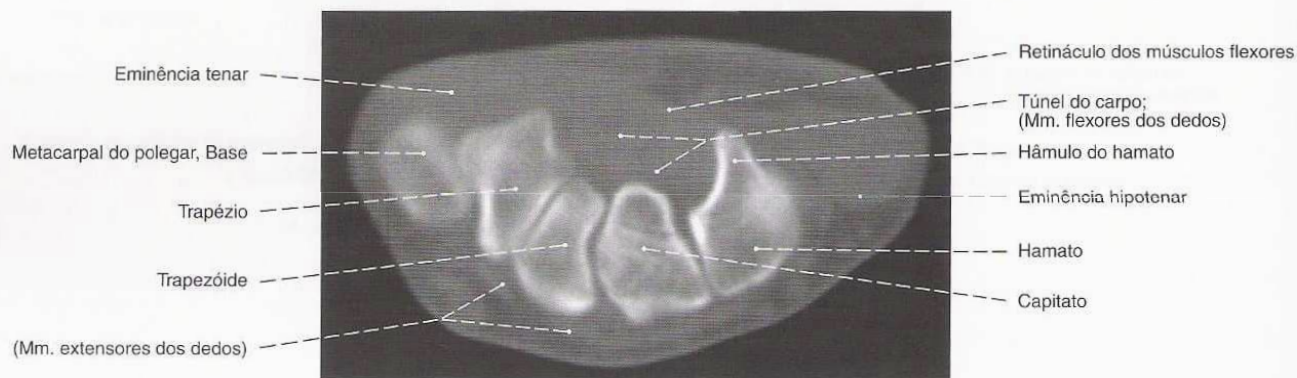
Carpo; tomograma computadorizado (TC) transversal ao nível do hâmulos do hamato; vista dorsal (D).
